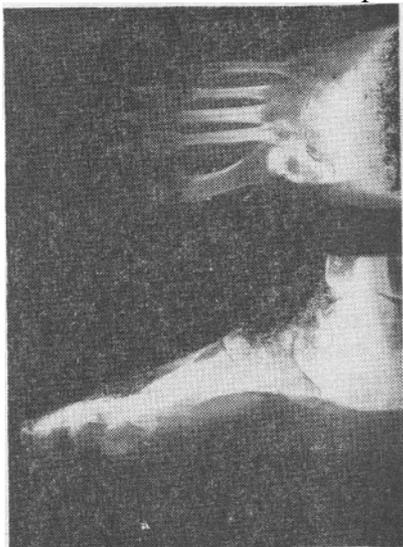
Рентгенограмма стопы того же больного в отдаленные сроки наблюдения
